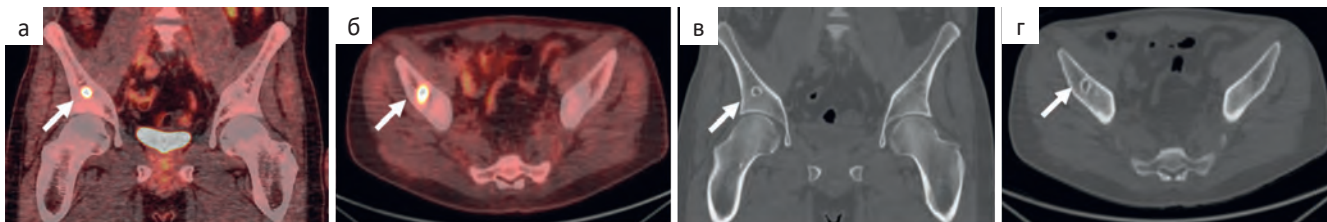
(а) — срез ПЭТ/КТ-изображения во фронтальной проекции — повышенное накопления РФЛП в очаге деструкции костной ткани с остеосклеротическим ободком в правой подвздошной кости до SUV_{max} 11,65; (б) — по данным КТ, в мягкотканном окне во фронтальной проекции — остеосклеротический очаг в правой подвздошной кости; (в) — срез ПЭТ/КТ-изображения в аксиальной проекции; (г) — по данным КТ в мягкотканном окне в аксиальной проекции — остеосклеротический очаг в правой подвздошной кости
